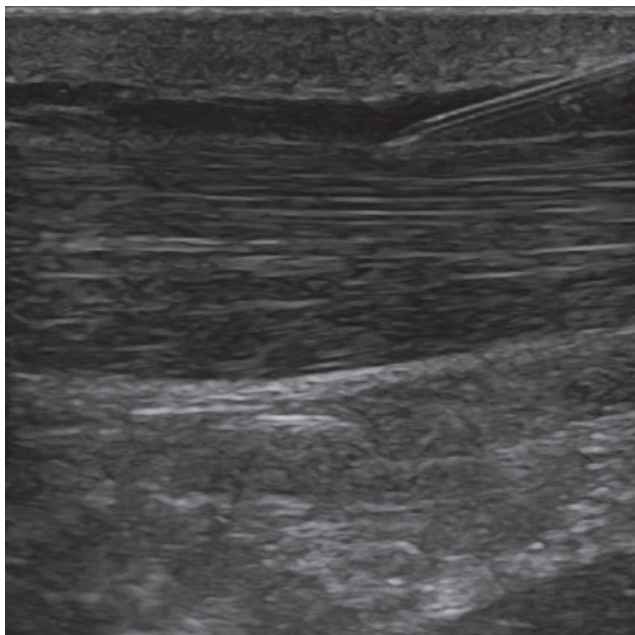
Sonografie-gesteuerte peritendinöse Infiltrationstechnik.
